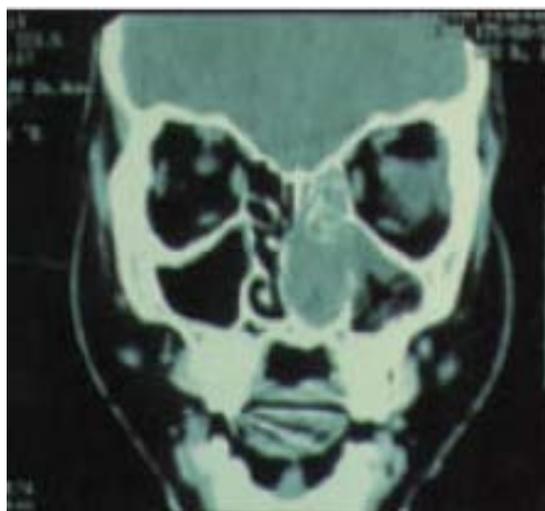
TC revela sinusite etmoide-maxilar com obstrução da unidade osteomeatal [19].
